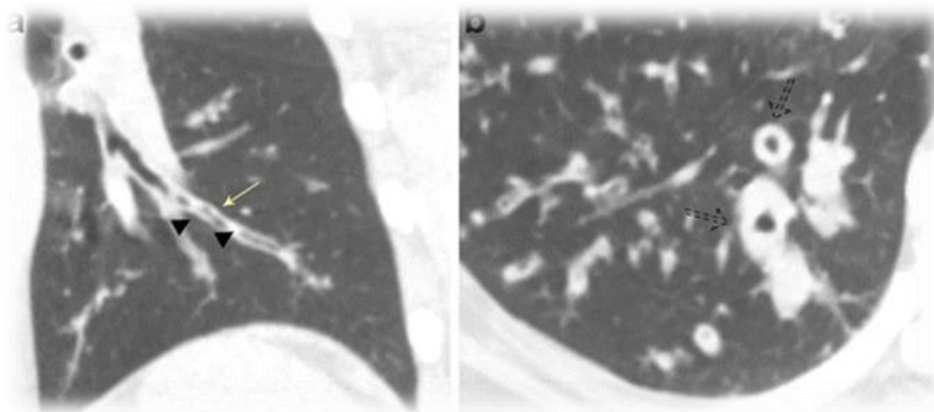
Imagens de TC coronal (a) e axial (b) que demonstram espessamento da parede brônquica e aéreas de obstrução causadas pela bronquite. Retirada de (21).
